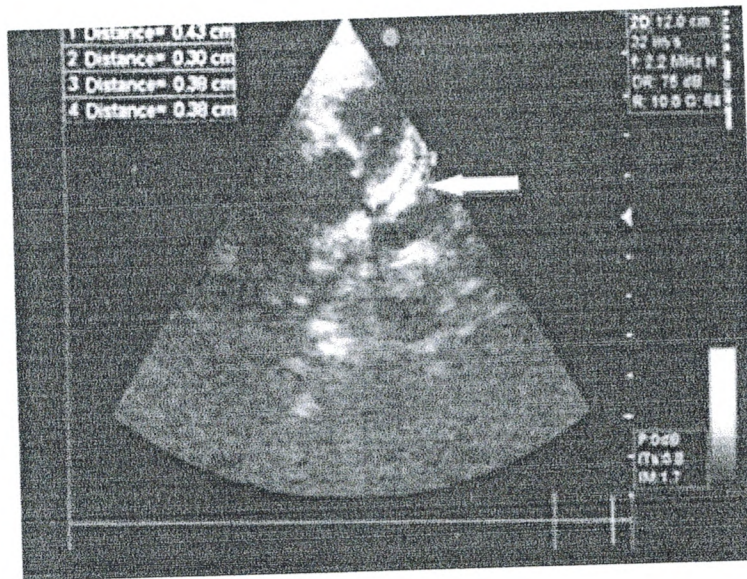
Echocardiographie 2D montrant une dilatation de l'artère coronaire gauche à 4 mm avec une hyper-réfringence des parois (flèche)
